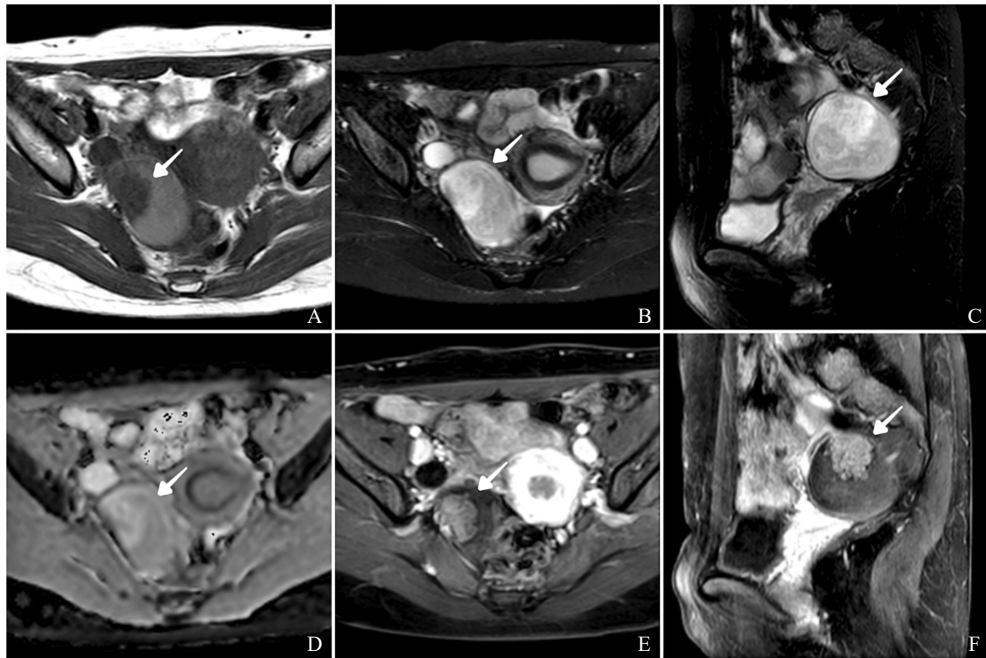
典型病例4 (患者, 女性, 30岁, 体检发现卵巢囊肿2个月, 右侧SMBOT, 起源于内膜样囊肿) MRI图像
